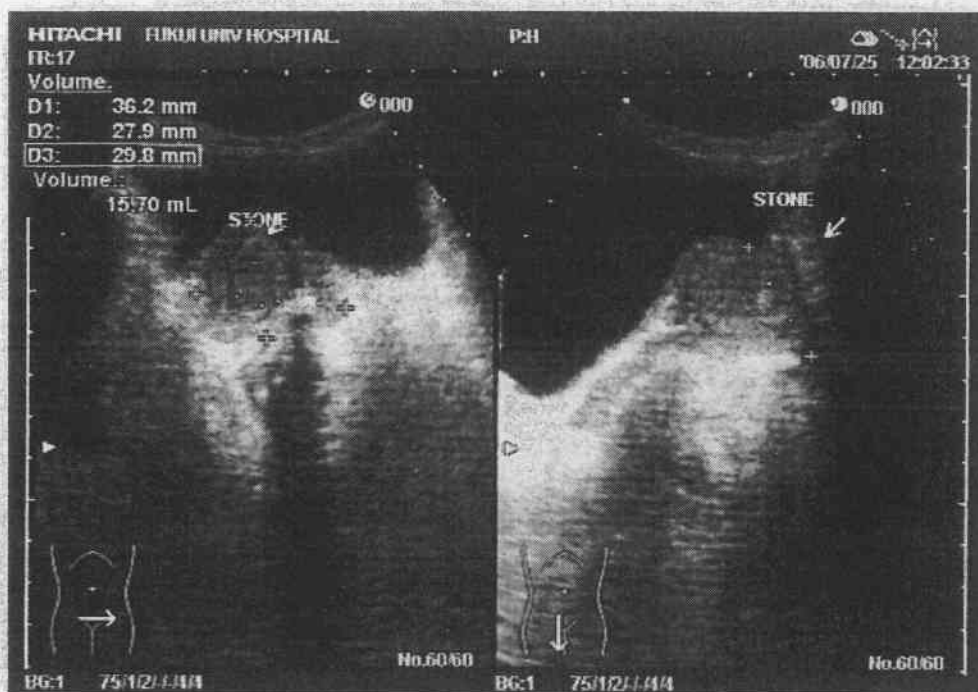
経腹的超音波像 前立腺体積は 15.7mL である。
